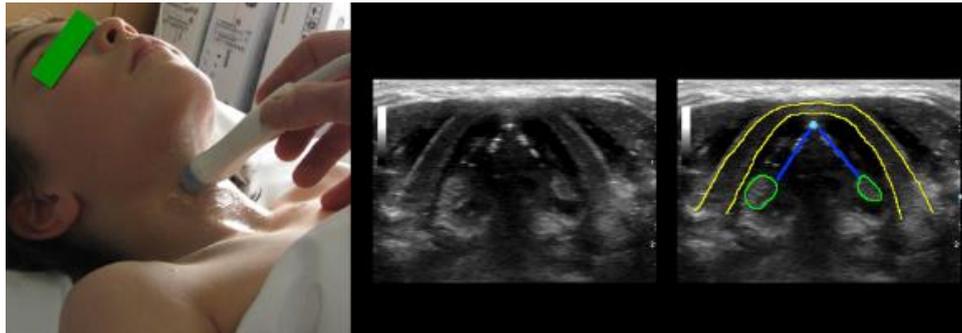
Valoración ecográfica de laringe y cuerdas vocales (Extraída de Kristensen MS. Ultrasonography for clinical decision-making and intervention in airway management: from the mouth to the lungs and pleurae. *Insights Imaging* 2014;5: 253-79.)
